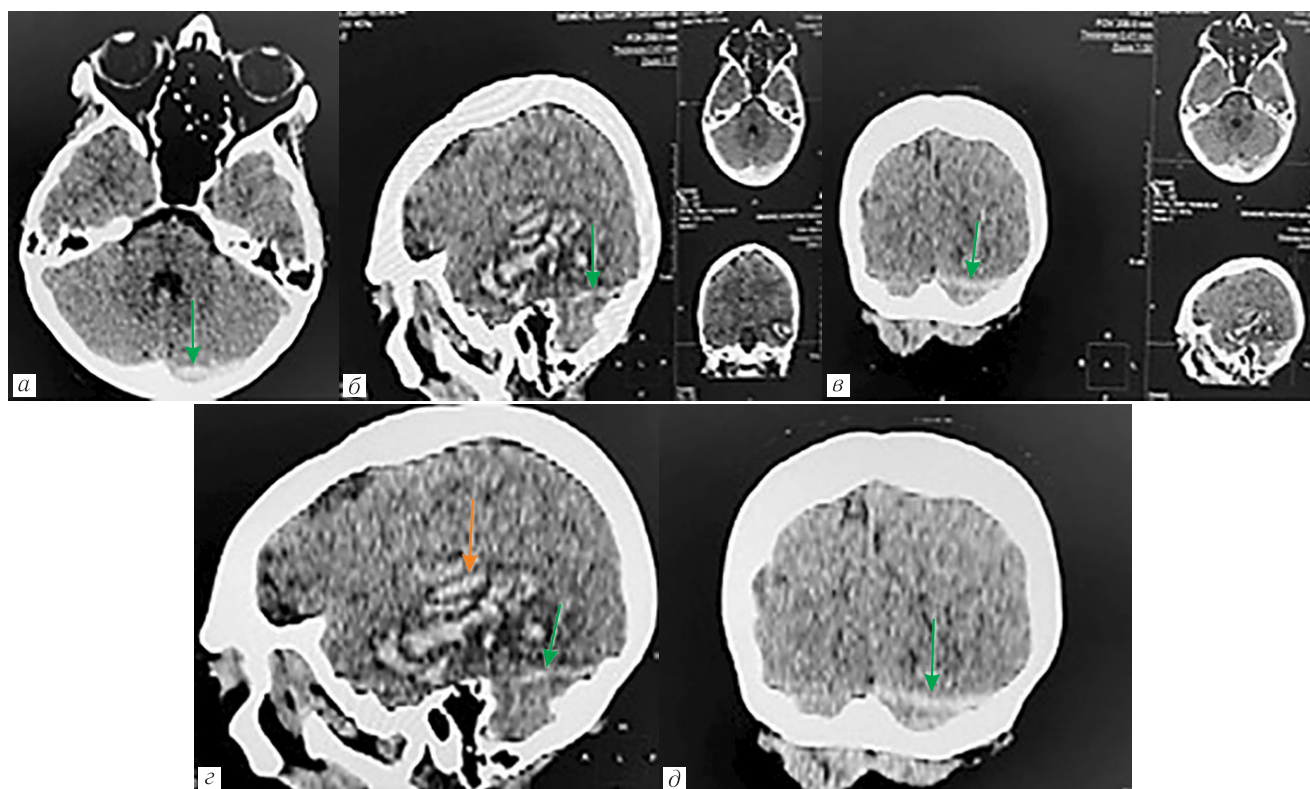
СКТ головного мозга пациентки О. до получения терапии. В левой височной доле — геморрагический инсульт (е — оранжевая стрелка). Отмечается гиперденсность левого поперечного и сигмовидного синусов, проявление синус-тромбоза (а, б, в, г, д)
